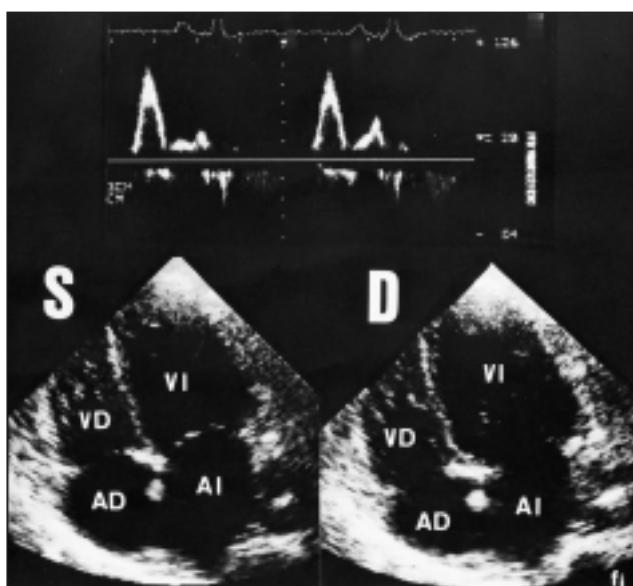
Ecocardiograma bidimensional, en plano apical 4 cámaras en sístole (S) y diástole (D), de un paciente con hemocromatosis primaria. Se aprecia dilatación de todas las cámaras cardíacas sin aumento del grosor de las paredes ventriculares, y deterioro severo de la función sistólica. Panel superior: Doppler pulsado a nivel de la válvula mitral con un patrón restrictivo. Abreviaturas: AD = aurícula derecha, AI = aurícula izquierda, VD = ventrículo derecho, VI = ventrículo izquierdo.
